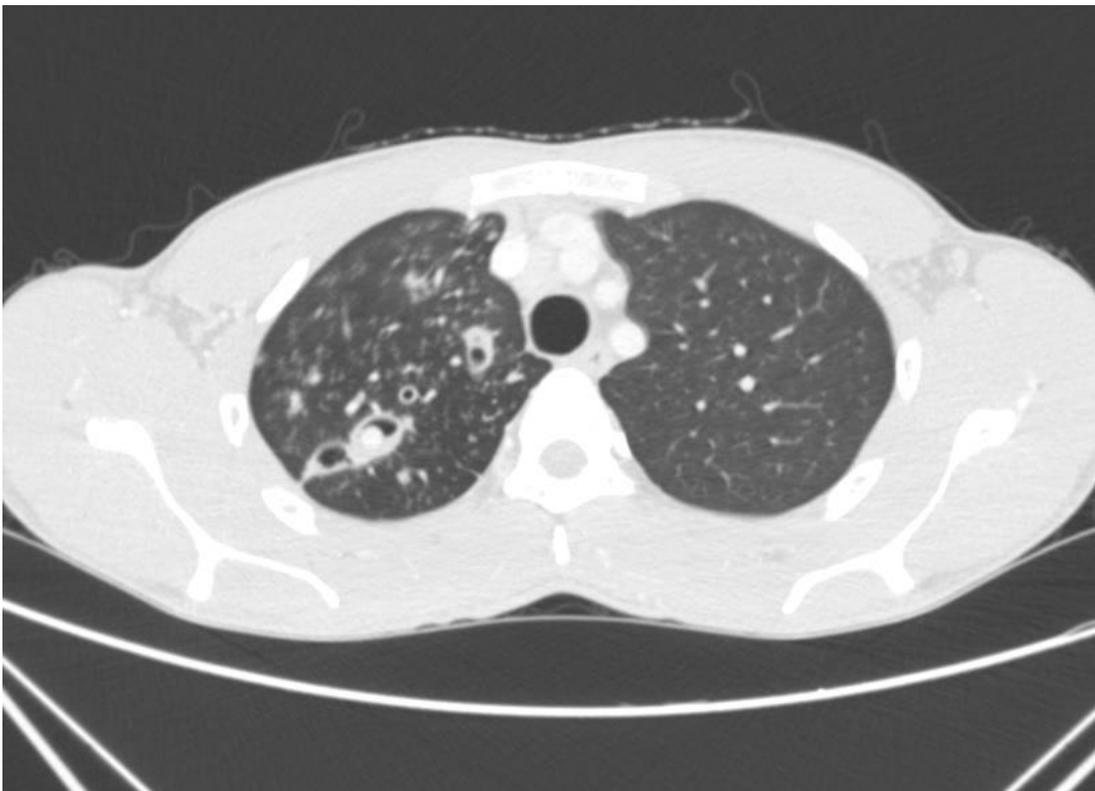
Tomografia de tórax em um corte axial, janela de parênquima, fase arterial.
